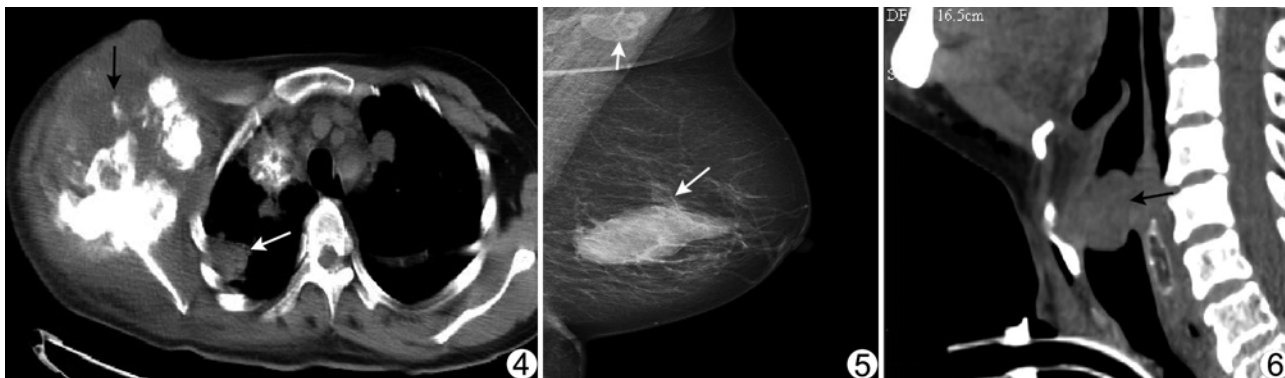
患者女,41 岁,右肩部多发骨 LGMS 轴位 CT 示右侧肩胛骨、肱骨头、肩峰多发骨质破坏及软组织肿块形成(黑箭),右肺可见团块状转移灶(白箭) 图 5 患者女,61 岁,左侧乳腺 LGMS 左侧乳腺 MLO 位钼靶摄片,肿块位于外下象限,大小 6.0 cm×3.5 cm×4.0 cm,呈分叶状,中等稍高密度,大部分病灶边缘清楚,侧后方边界不清(箭),腋窝可见不规则增大淋巴结(短箭) 图 6 患者男,68 岁,喉腔 LGMS CT 平扫矢状位重建示喉腔几乎被软组织团块填满(箭),边界较清楚,周围喉壁受压向前推移,CT 值 30 HU
